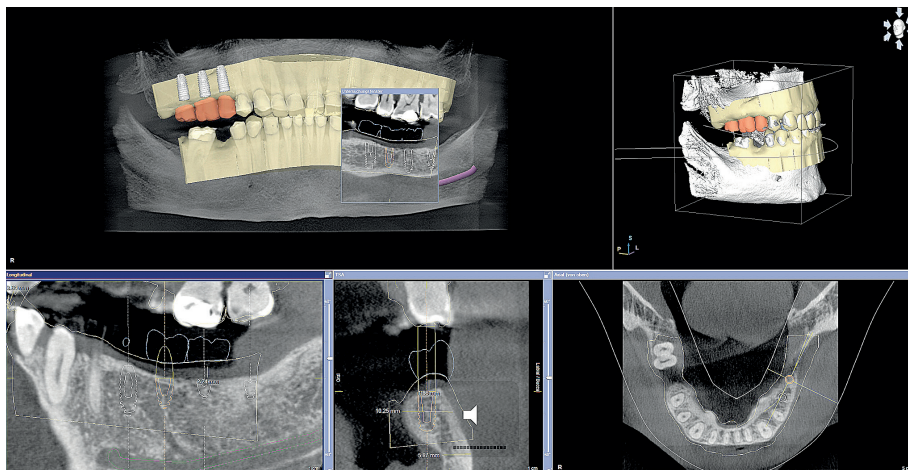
Planung der Bohrschablone für die Implantationen im Unterkiefer durch Matching der 3-D-Röntgendaten mit dem prothetischen Vorschlag des CAD/CAM-Systems.
